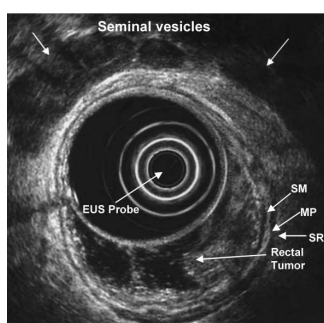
Imagen de ecografía endorrectal.
